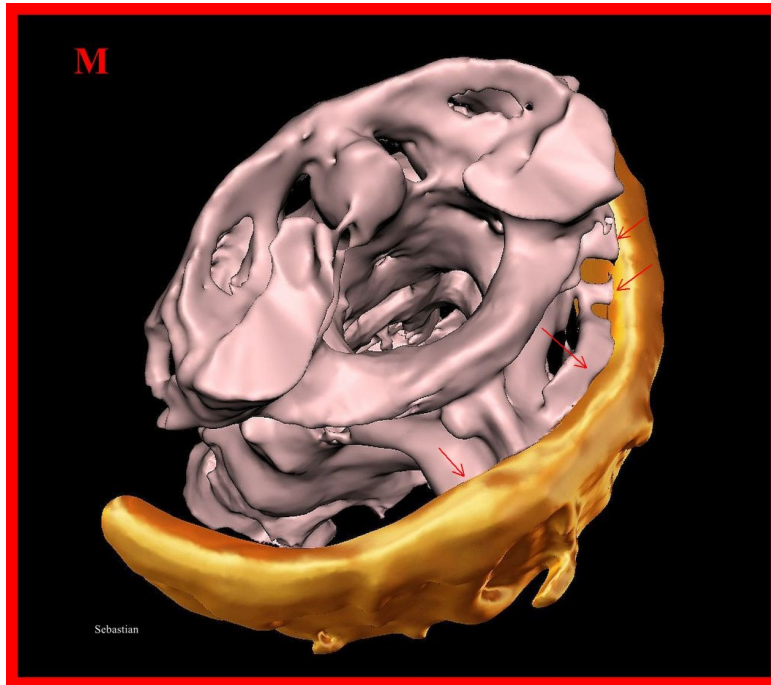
TC 3D de 'Sebastian' que muestra una vista disecada de la columna cervical superior y un implante metálico tipo collar en la parte posterior del cuello. Nótese la evidencia de crecimiento óseo fusionado con el implante metálico (flechas rojas). Se observan bien la apófisis odontoides, el atlas, el axis y el canal espinal.
